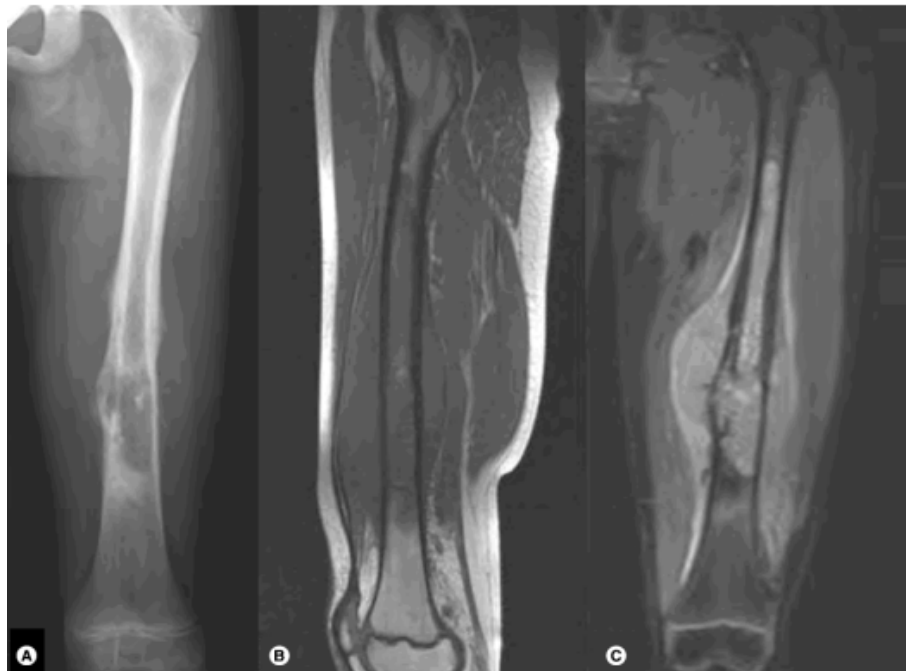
Ostéosarcome du fémur gauche d'un garçon de 11 ans. (A) La radiographie antéropostérieure objective une lésion extensive agressive mixte, lytique et sclérotique de la diaphyse, avec une réaction périostée. (B) L'image sagittale de l'IRM en T1 montre l'étendue de la lésion de la moelle osseuse en hyposignal. (C) L'image coronale en séquence STIR (Short Tau Inversion Recovery) permet de mieux visualiser la masse extra-osseuse associée et l'œdème péri-lésionnel
